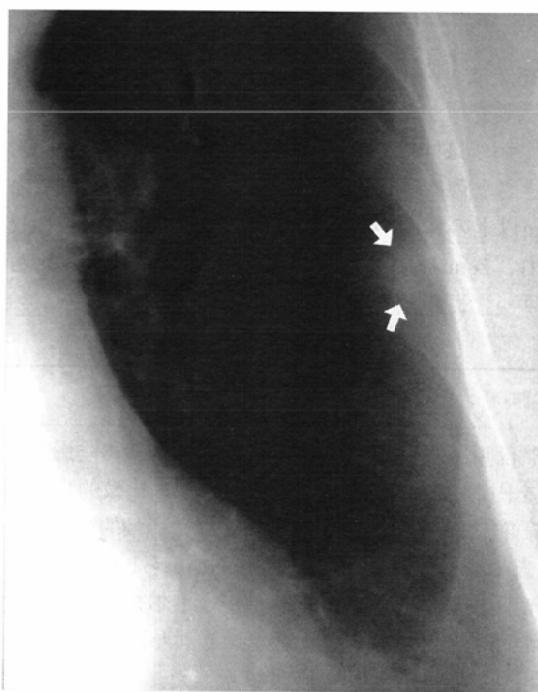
A 68-year-old man with fever and elevated WBC and CRP. Initial chest radiograph shows a dense, well-defined 2-cm round nodular lesion (arrows) in the right lower lobe. The mass resolved in 23 days with antibiotic therapy.
